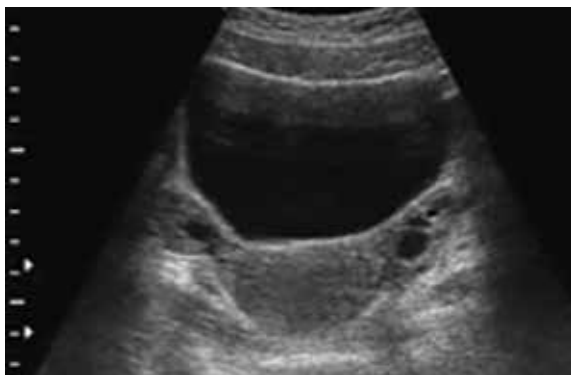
Ultrassonografia 2D, aquisição axial pela via abdominal evidenciando imagem do útero e dos ovários.
